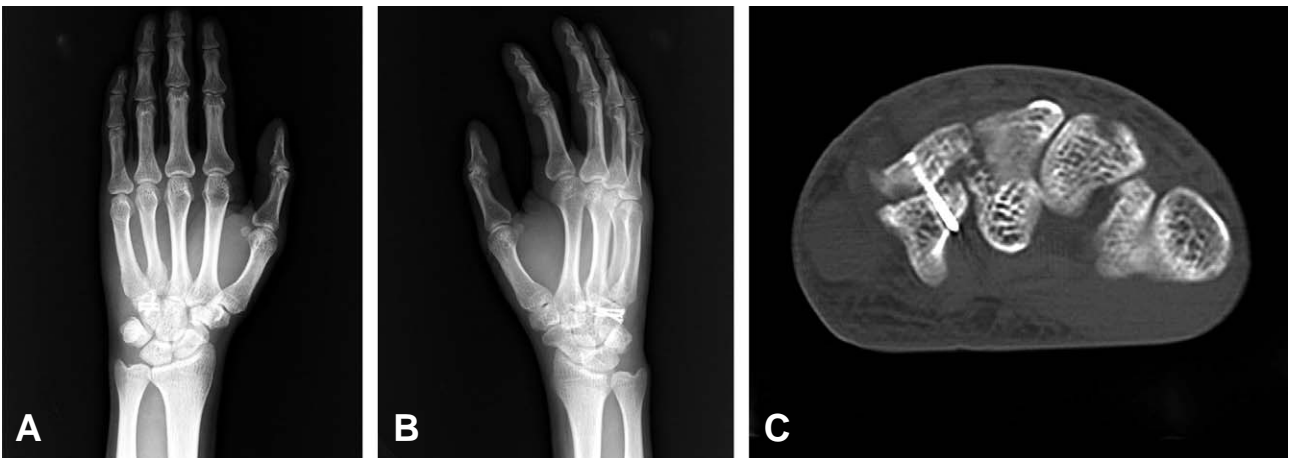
Radiographs show open reduction and internal fixation of the hamate (A, B). Postoperative Axial computed tomographic image showing internal fixation with mild gapping of the hamate fracture (C).
